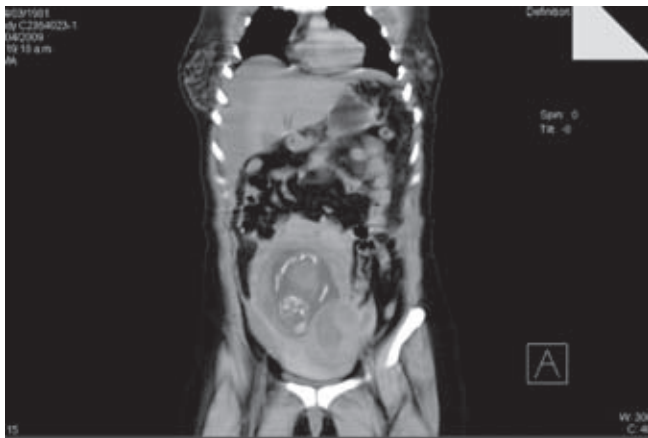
Tomografía abdominal: producto de gestación libre en cavidad abdominal.
